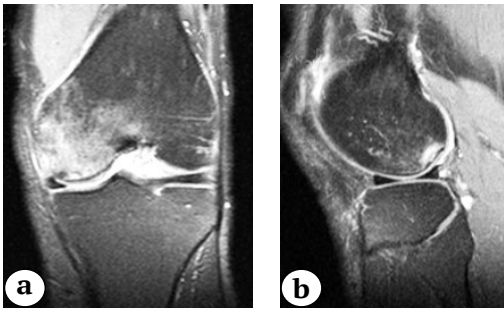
T1模式下股骨后髁无菌性坏死区MRI图像:
